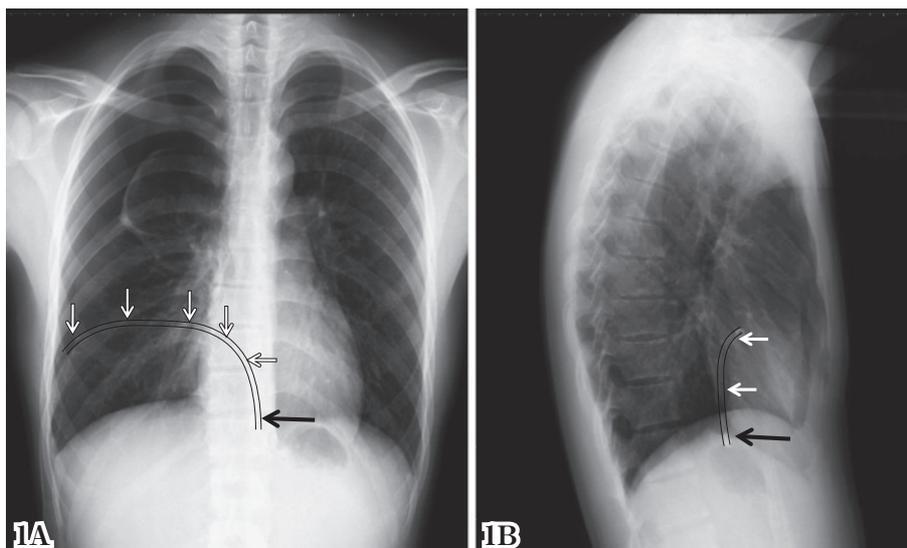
A, B: A Chest roentgenogram obtained after the chest tube insertion shows the tip of chest tube (black arrow) located in the mediastinum just above the diaphragm through the interlobar.
